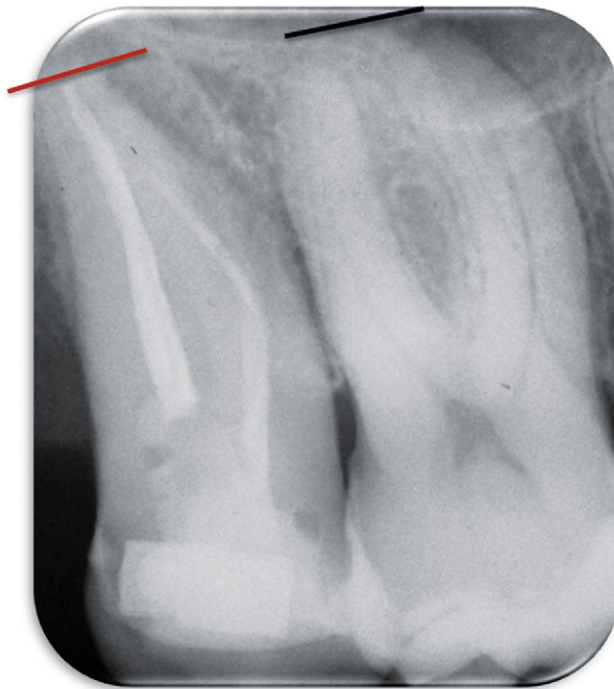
Periapical confirming X-rays: position of tooth 17 after extrusion.
